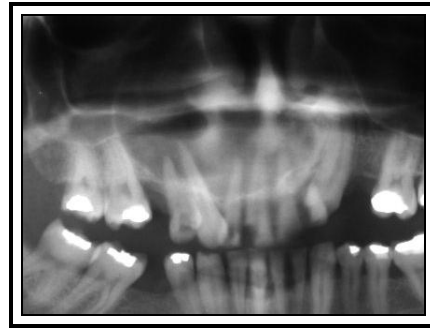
Resorción radicular producida por quistes periapicales. (a) y (b).
